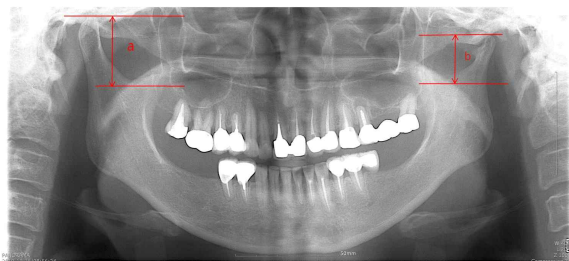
Height measurement of condyle on Panoramic radiograph
